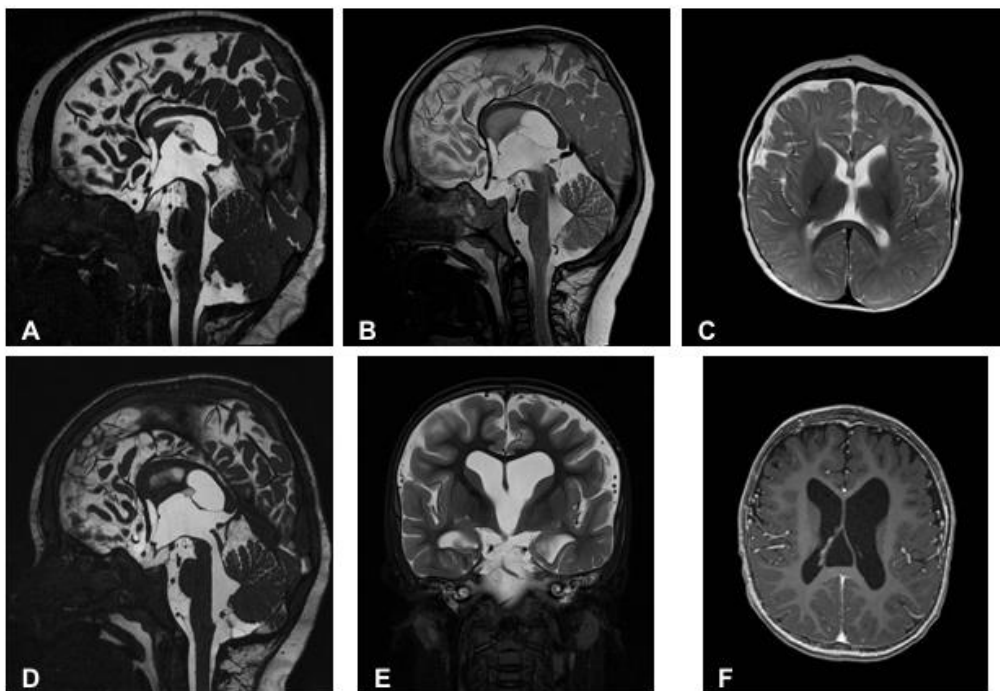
Relevante Ausschnitte der MRT-Aufnahmen von F.H. im Alter von 21 Monaten (A, E) und 49 Monaten (B, C, D und F)
